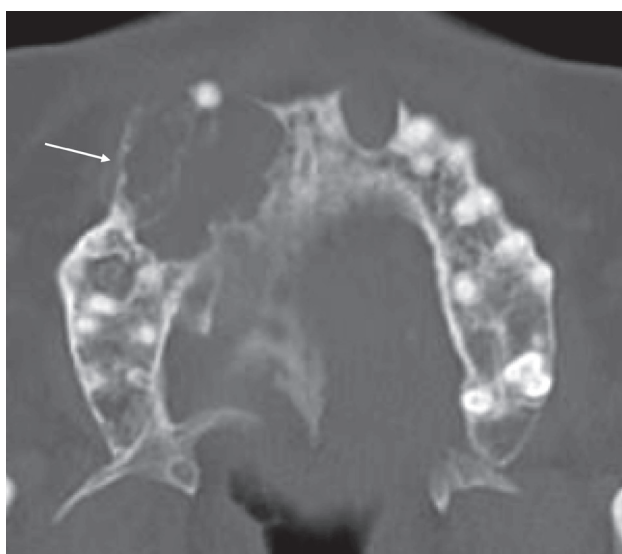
КТ, аксиальный срез. Одонтогенная миксома верхней челюсти справа
